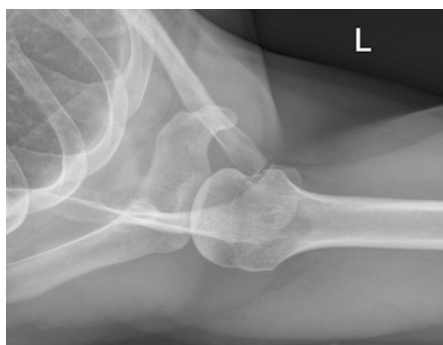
Axiales Röntgen zur Beurteilung einer horizontalen Fehlstellung der Clavicula
